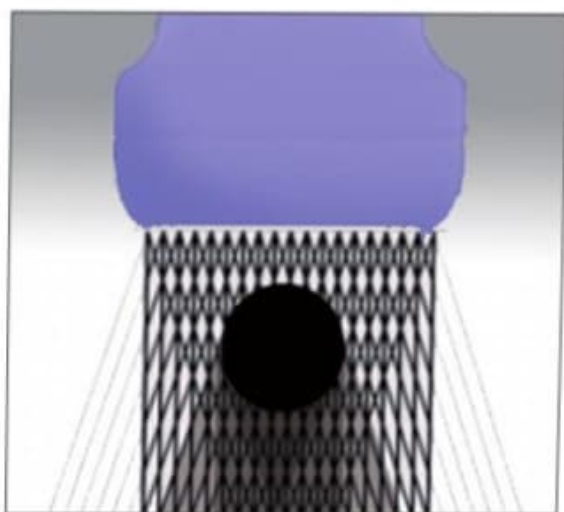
Ecografía compuesta.
